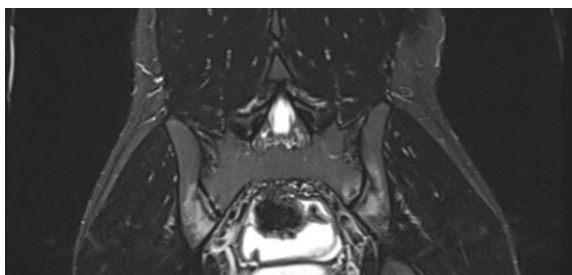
IRM représentant la sacroiliite bilatérale
